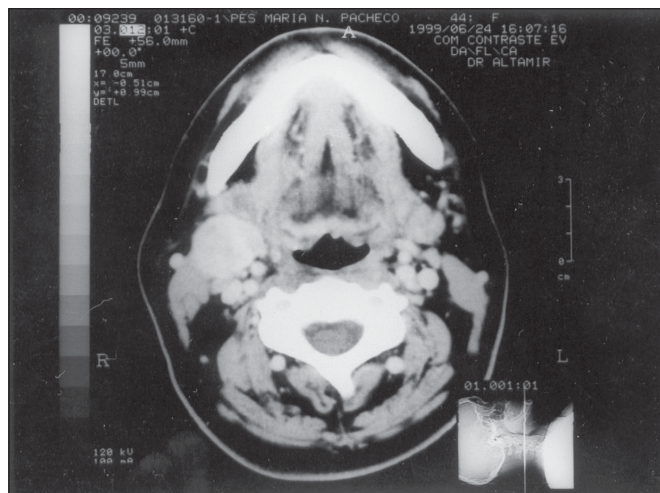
Tomografia computadorizada mostrando a massa em região jùgulo-carotídea alta direita.
